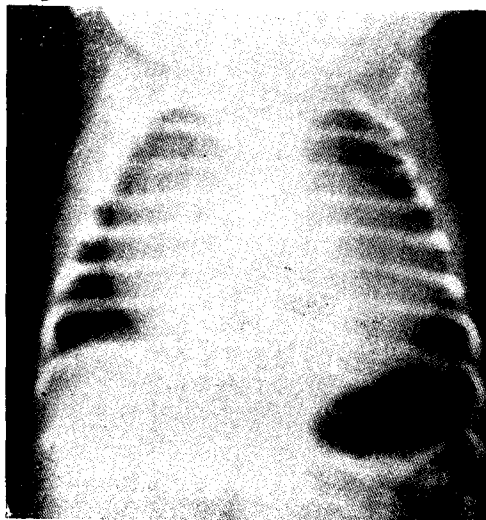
Teleradiografía de tórax. Posición frente
